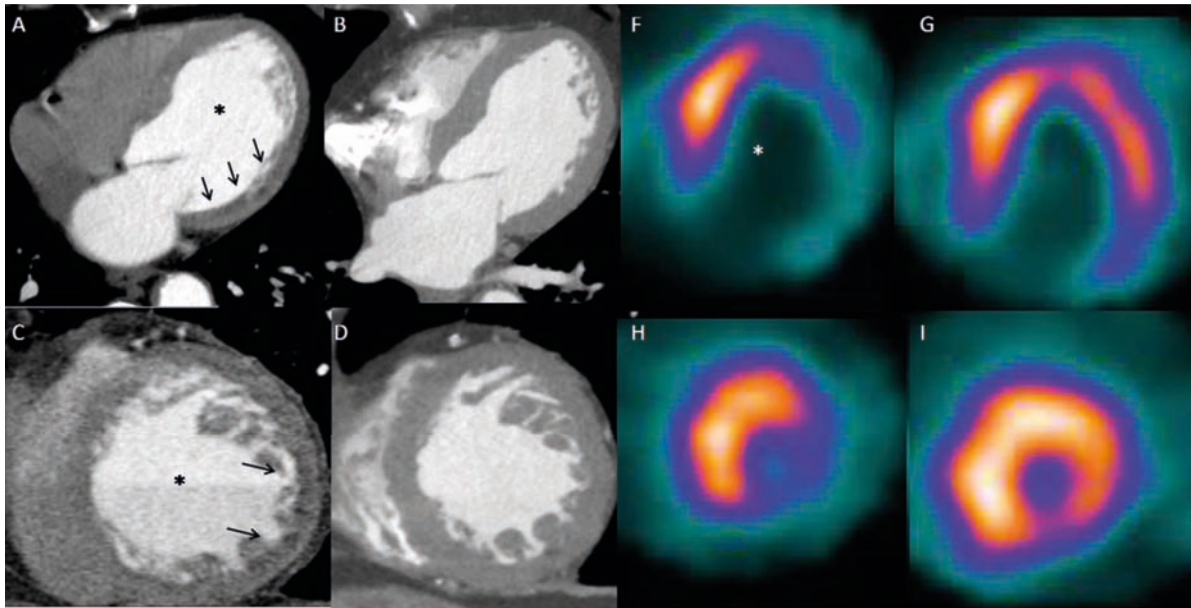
Perfluación miocárdica evaluada mediante tomografía computarizada de doble energía (TCDE) en paciente de sexo masculino de 69 años con dislipidemia como factor de riesgo coronario y angina de clase funcional variable, con indicación de tomografía por emisión de fotón único (SPECT). La TCDE (paneles A y B: vista de cuatro cámaras en estrés y reposo; paneles C y D: eje corto medioventricular en estrés y reposo) muestra la presencia de un defecto de perfuación (flechas) inferolateral en cortes basales y medios, con normalización en reposo y concordancia con las imágenes del SPECT (paneles F a I). Se destaca la presencia de dilatación isquémica transitoria (asterisco).
